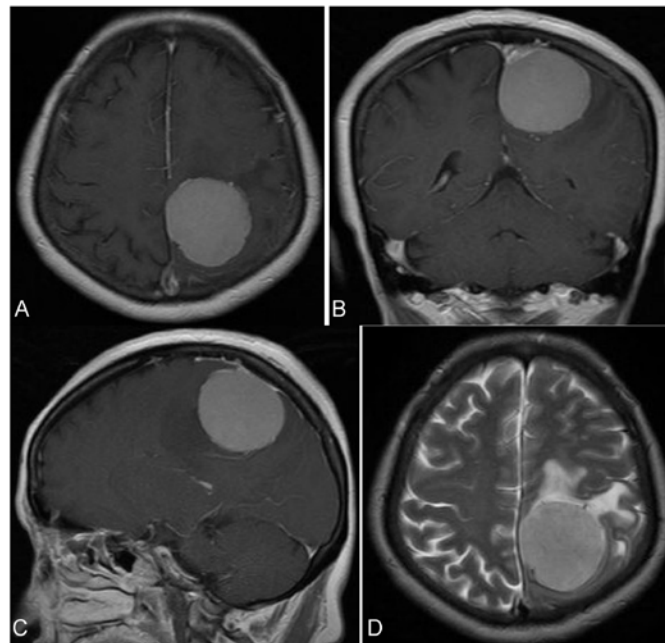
Contrast-enhanced T1weighted image (WI), A: axial, B: coronal, and C: sagittal MR images (MRI) demonstrating heterogenous enhancement of the tumor in the left parietal region . MRI T2WI shows an isointensity mass lesion with massive perifocal edema (D).
